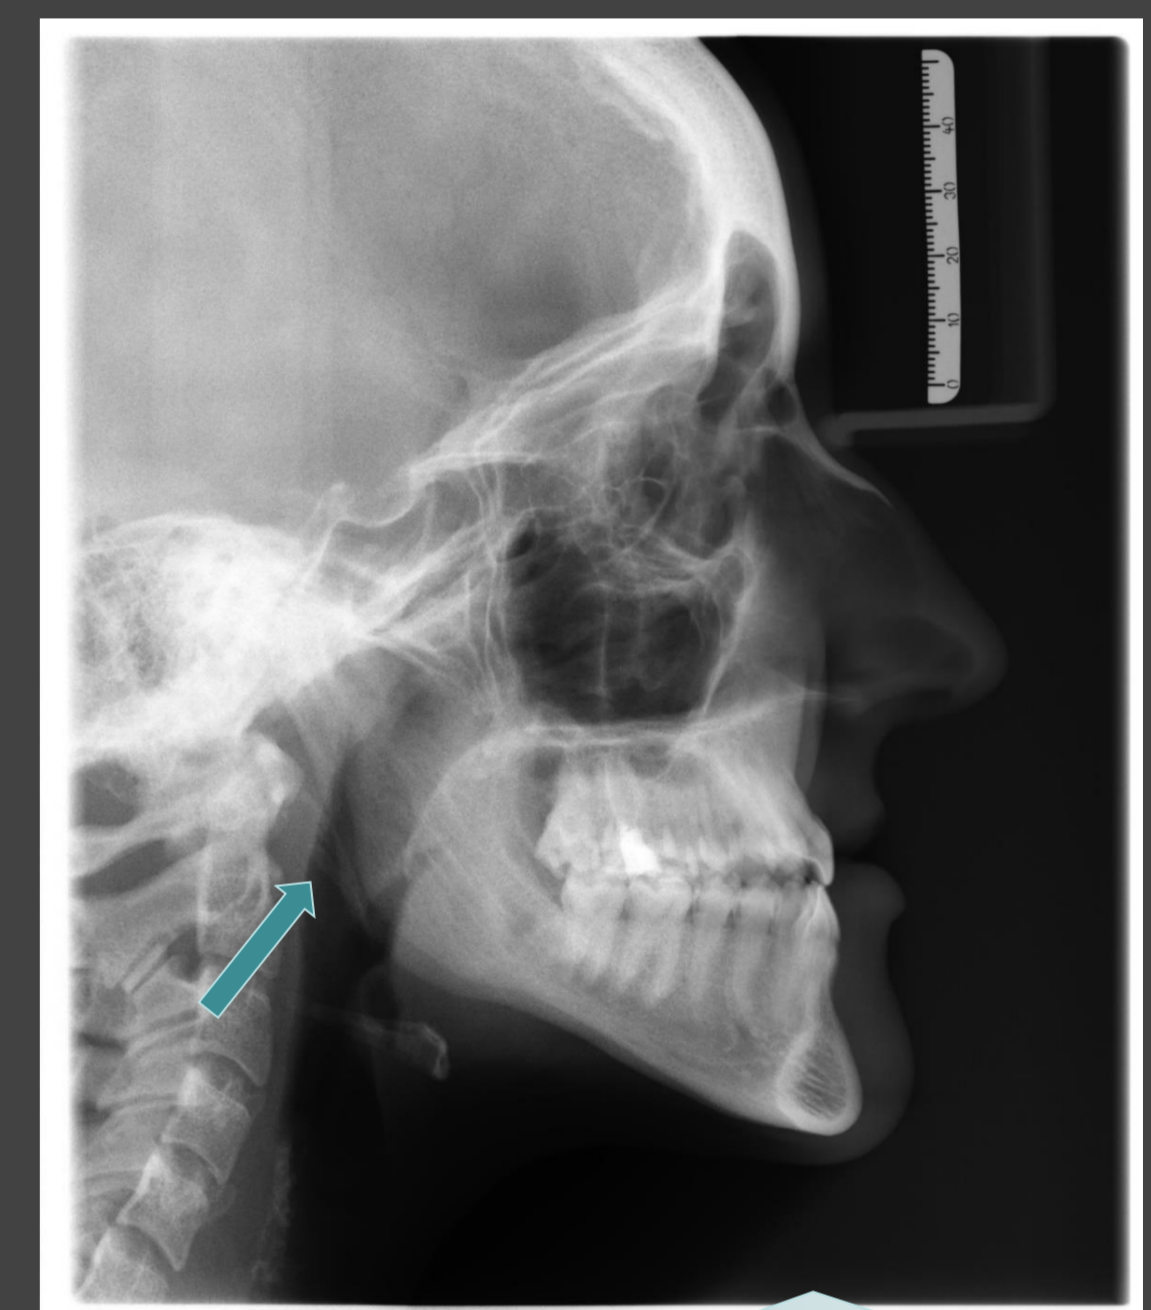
Telerradiografia de Perfil – é possível medir o comprimento da apófise<sup>6</sup> (42mm).
